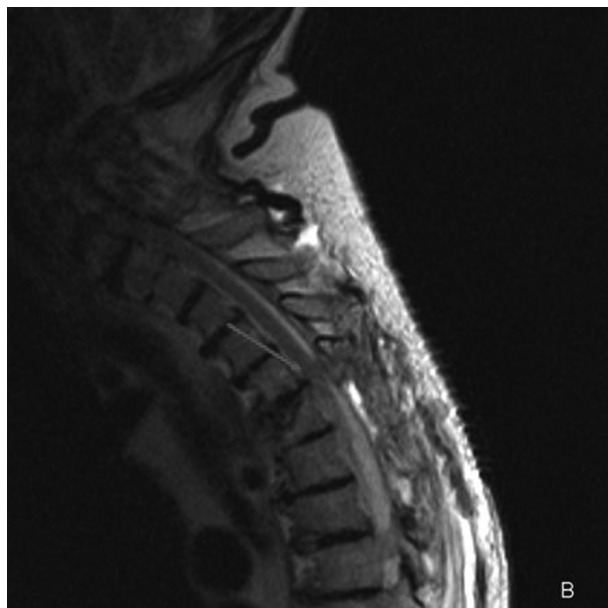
RM realizada tras la intervención quirúrgica en la que se observa una pequeña colección posterior que podría estar en relación con cambios postquirúrgicos. No se aprecia compresión medular.
